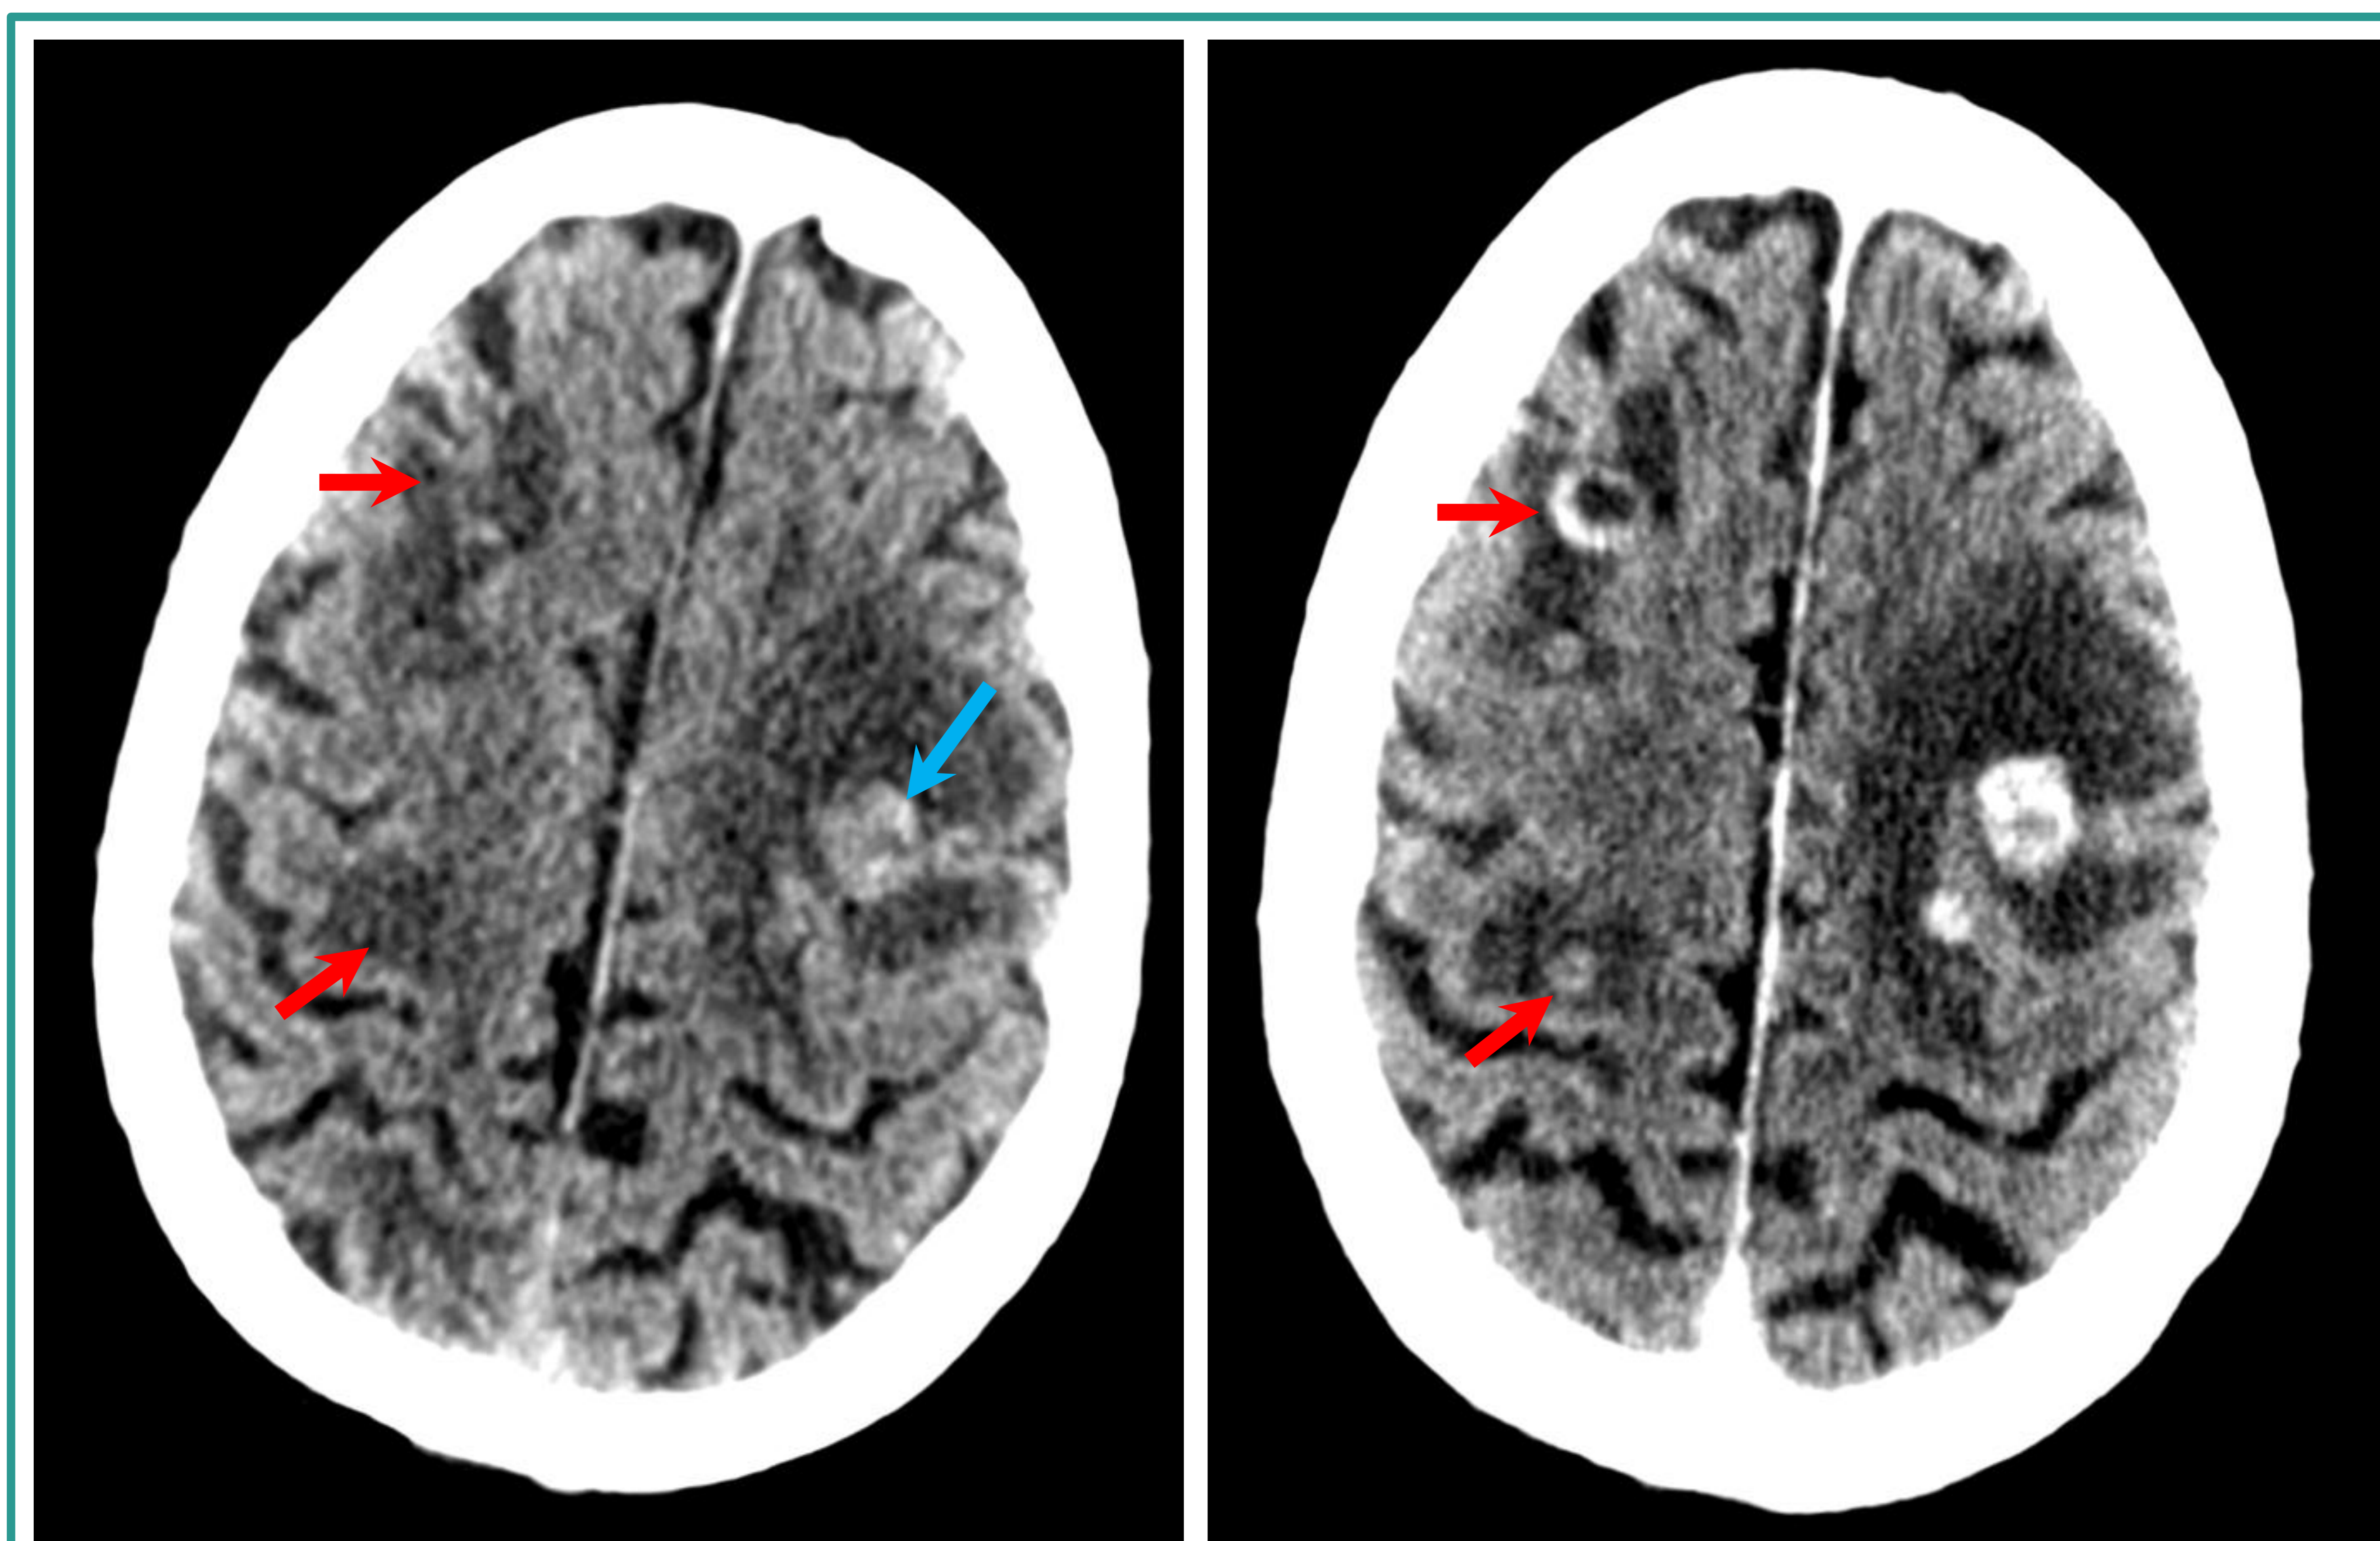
paciente con cáncer pancreático conocido que presenta múltiples lesiones intra axiales de localización córtico-subcortical (flechas rojas) con intenso edema vasogénico alrededor. En la TC sin contraste (izquierda) una de ellas es hiperdensa (flecha azul) y sugiere sangrado. En la TC con contraste (derecha) se observa realce periférico en anillo de las lesiones.
